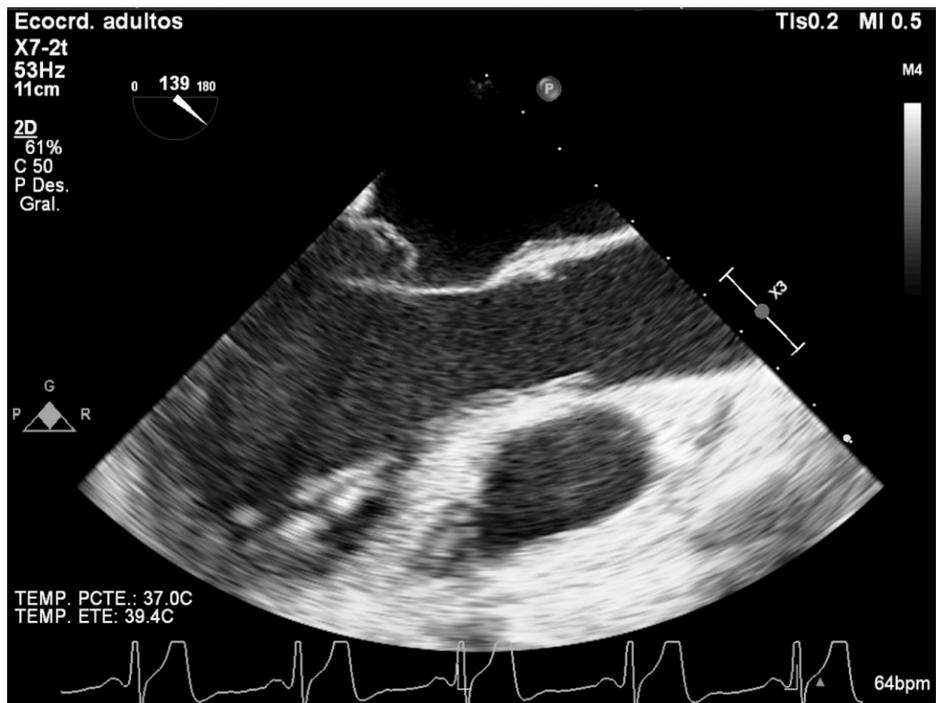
Ecocardiograma transesofágico, se muestra el tracto de salida del ventriculo izquierdo y válvula aórtica con apertura plena, sin obstrucción anatómica
